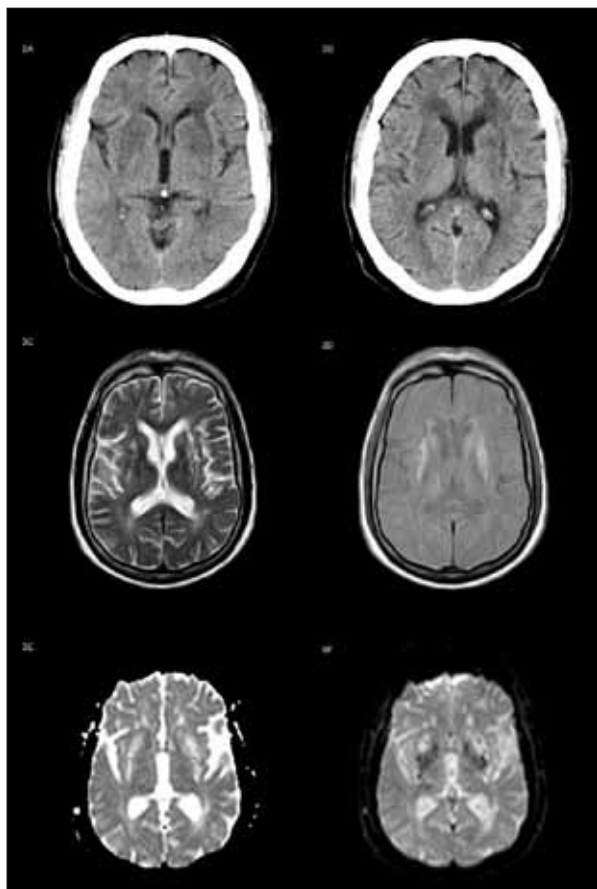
Caso 2. Envolvimento dos gânglios da base, hipodensidade na TC-CE (3A, 3B); RM-CE, hipossinal em T1 (3D)/mapa ADC (3F) e hipersinal em T2(3C)/DP(3E).
